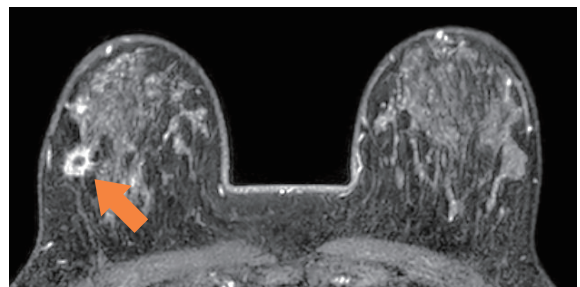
ダイナミック造影MRI(投与6分後、横断像)
